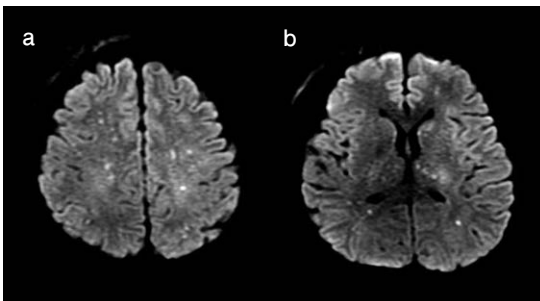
頭部MRI(初診時)拡散強調画像(DWI)
